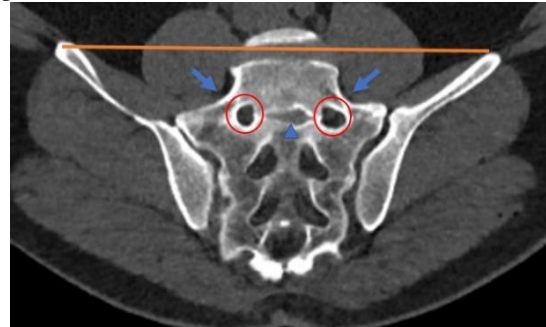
CT tomographic signs of sacral dysmorphism. In angulated coronally reformatted CT image of a dysmorphic sacrum demonstrating an acute alar slope (arrows), irregular neural tunnel exit with an irregularly round foramen (circles), a residual disk space is visualized between the dysmorphic upper and second sacral segments (arrowhead), colinearity (orange line)
